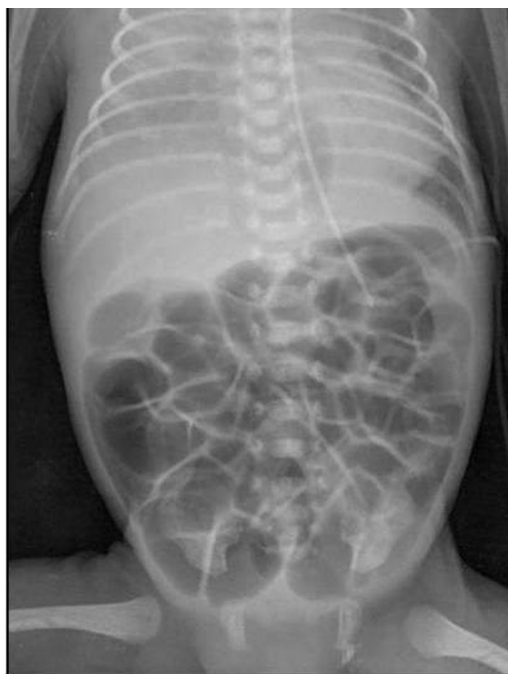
Radiografía de abdomen en un niño prematuro con presión positiva continua en la vía aérea por un síndrome de distrés respiratorio: distensión generalizada de asas intestinales.
